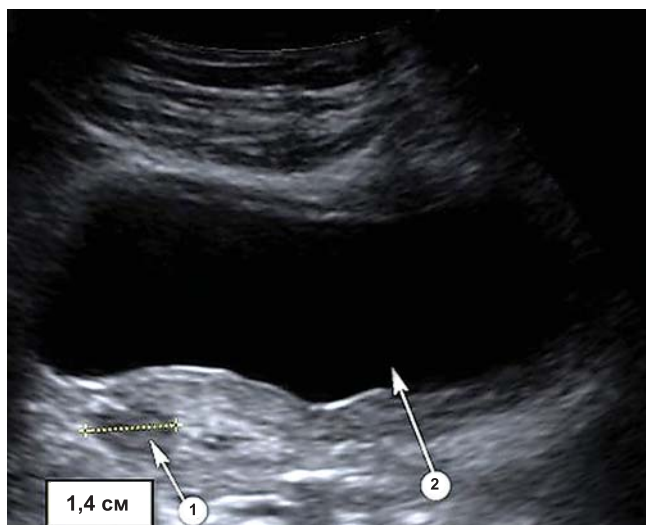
Ультразвуковая томограмма пациентки с диагнозом локальный рецидив рака шейки матки: 1. Метастаз в паравезикальной клетчатке; 2. Мочевой пузырь
